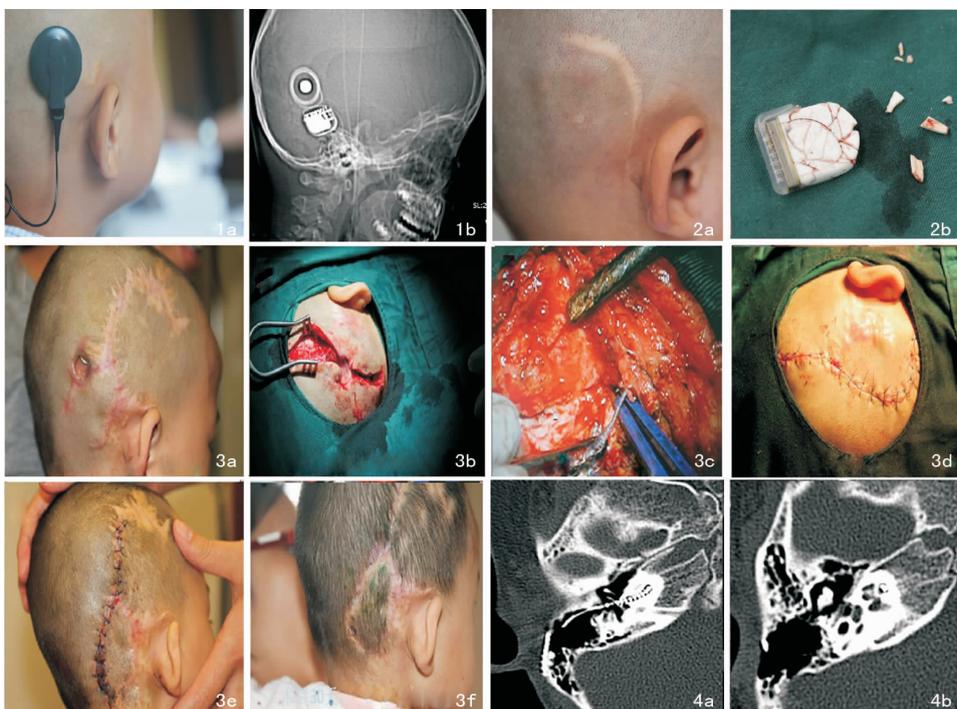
外观(1a)及头颅侧位片(1b)示植入体移位 图2 外观(2a)无改变,术中(2b)发现植入体破裂 图3 感染清创+人工耳蜗取出手术 3a:外观可见直径约1 cm伤口无法愈合,外露植入体接收刺激器;3b:沿原切口行人工耳蜗取出手术;3c:逐步分离植入体接收刺激器、参考电极与植入电极;3d:分层缝合关闭切口;3e:术后第5天复查示切口无感染与渗出;3f:术后第30天复查示无继发感染,切口愈合良好 图4 颞骨CT(4a、b)示植入体未完全植入
